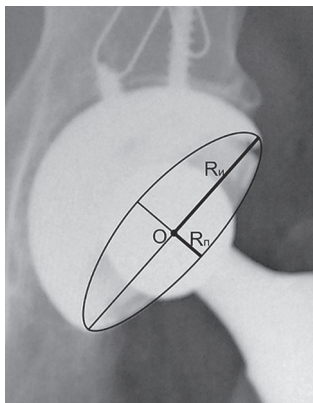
На прицельной рентгенограмме тазобедренного сустава отмечены два диаметра (два радиуса) эллипса — истинный и проекционный, а также точка вращения O
